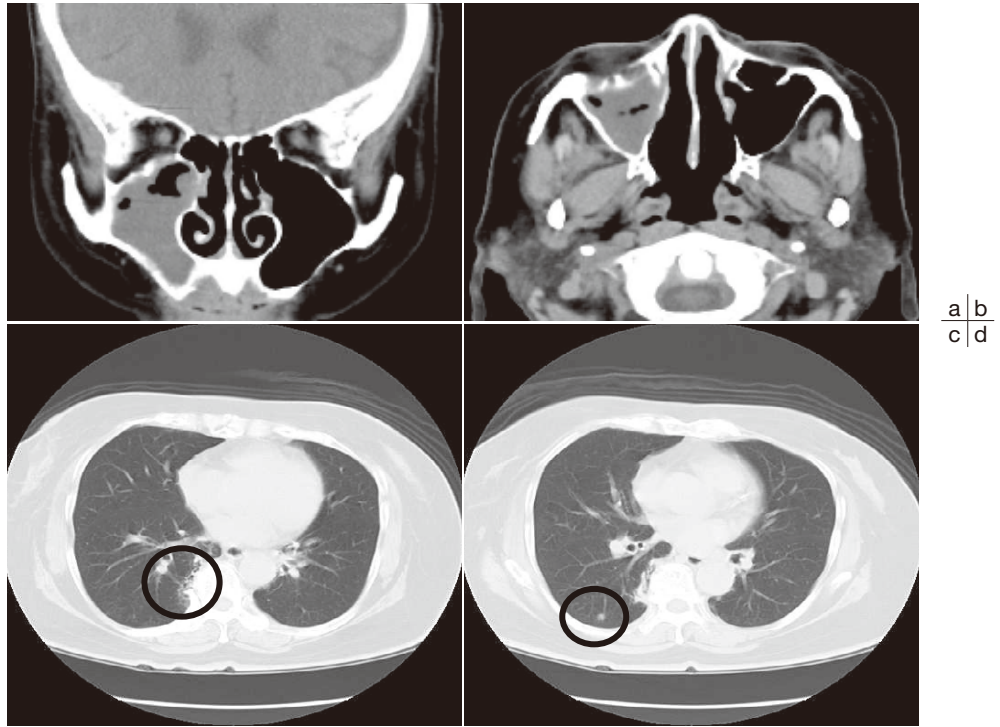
a, b : paranasal sinus CT. c, d : lung CT
